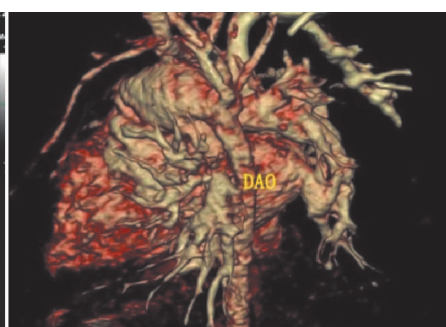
胸部主动脉及肺动脉 CT 血管成像(DAO: 降主动脉)
